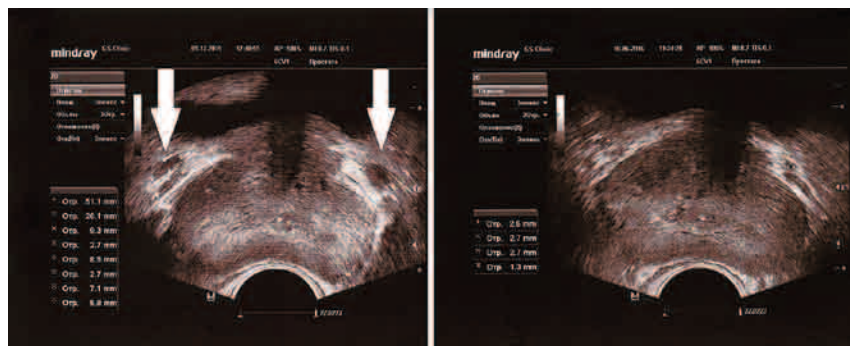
ТРУЗИ простаты у пациента 3., 40 лет с двусторонним варикоцеле 09.12.2015 (слева) и через 6 месяцев (10.06.2016) после симультанной двусторонней варикоцельэктомии, иссечения кист придатков обоих яичек, пластики оболочек правого и левого яичка по Винкельману из мошоночного доступа по линии Веслинга (от 22.12.2015) (справа). Стрелками указано расширение вен простаты до операции
